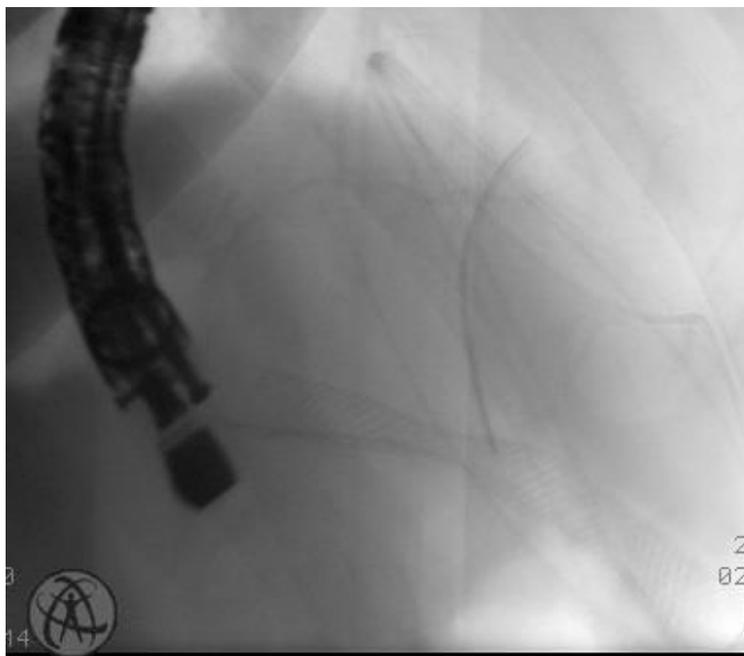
Рентгенограмма установленного саморасправляющегося стента в полость кисты.
